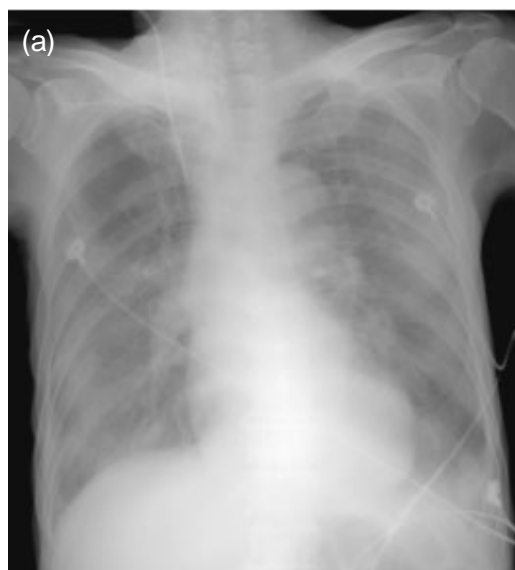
Chest AP(a) and HRCT scan(b) showed
